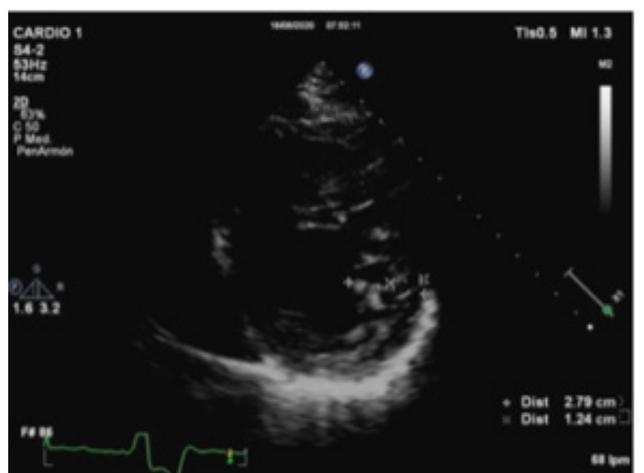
ECOCARDIOGRAMA. Eje corto a nivel medio clavicular: índice de Chin 0,44.
